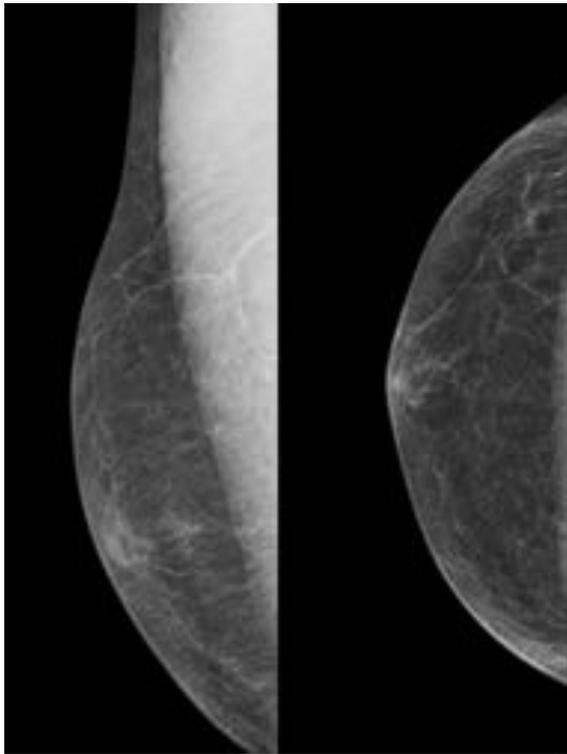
A la izquierda, mamografías mediolateral oblicua (MLO) y craneocaudal (CC) ilustrando la anatomía normal de la mama del varón, mostrando mayoritariamente tejido graso con escasos restos de tejido ductal retroareolar. Nótese la ausencia de ligamentos de Cooper. A la derecha, imágenes de ecografía mostrando la anatomía normal, sin evidencia de tejido glandular.
